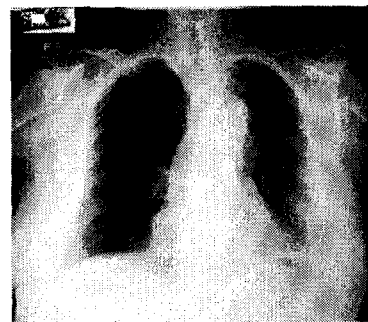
Chest X-ray(2000/11/13). Left lung cancer.
